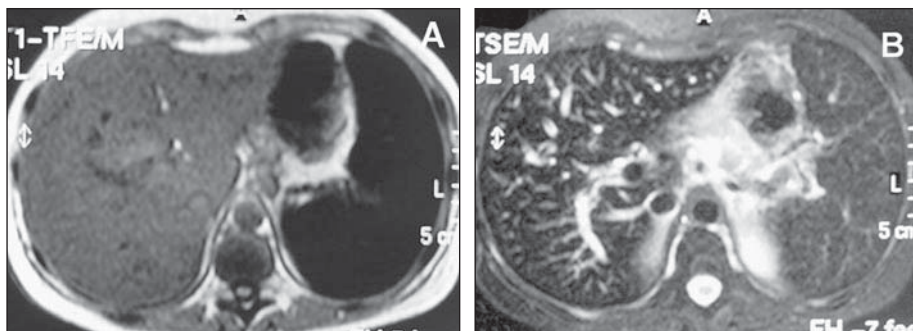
Hemocromatose. RM demonstrando intenso hipossinal do baço e do fígado nas seqüências spin-eco ponderadas em T1 (A) e T2 (B).
